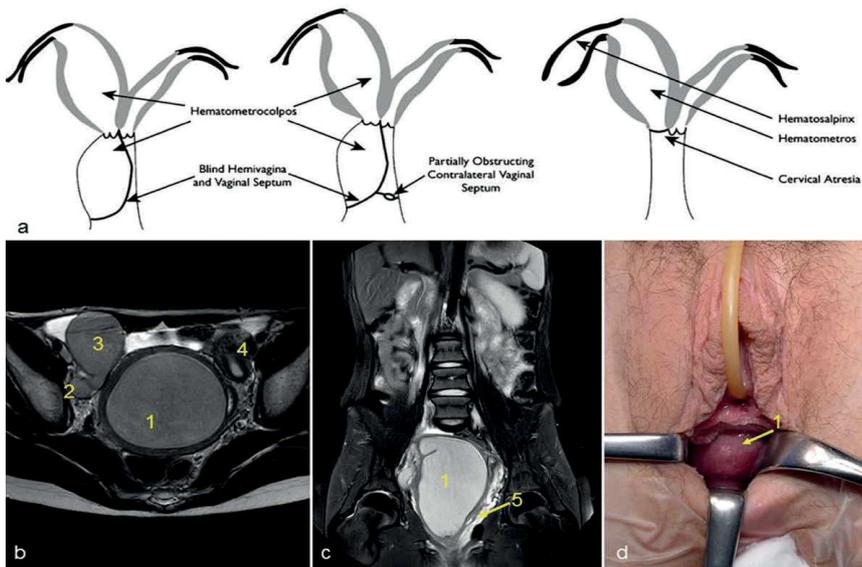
a) Pathologie bei OHVIRA-Syndrom (aus 9). b) – d) typischer MRT-Befund bei 12-jährigem Mädchen, vorstellig geworden wegen U-Bauchschmerzen. 1=Hämatokolpos der verschlossenen rechten Hemivagina, 2=Hämatosalpinx, 3=Hämatometros, 4=normaler linker Uterus, 5=normale linke Hemivagina. c) Befund vor operativer Dekompression.
